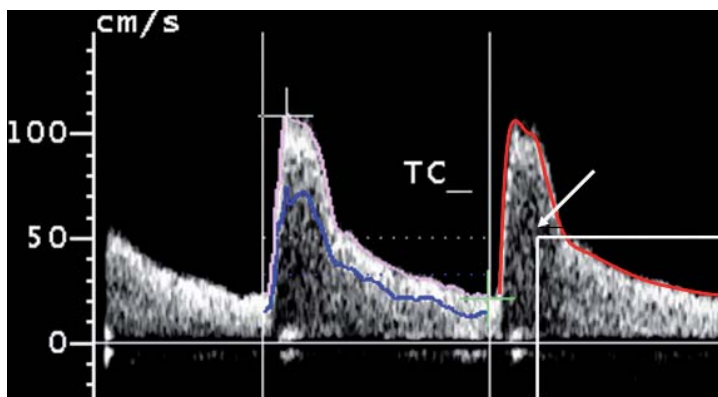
Dopplerspektrum. Dargestellt ist das Spektrum einer Arterie mit niedrigem Widerstand (parenchymatöses Organ). Die rote Linie entspricht der v_{\max} , die blaue der v_{mode} . Der Pfeil gibt symbolisch die v_{mean} , also die durchschnittliche Geschwindigkeit an
